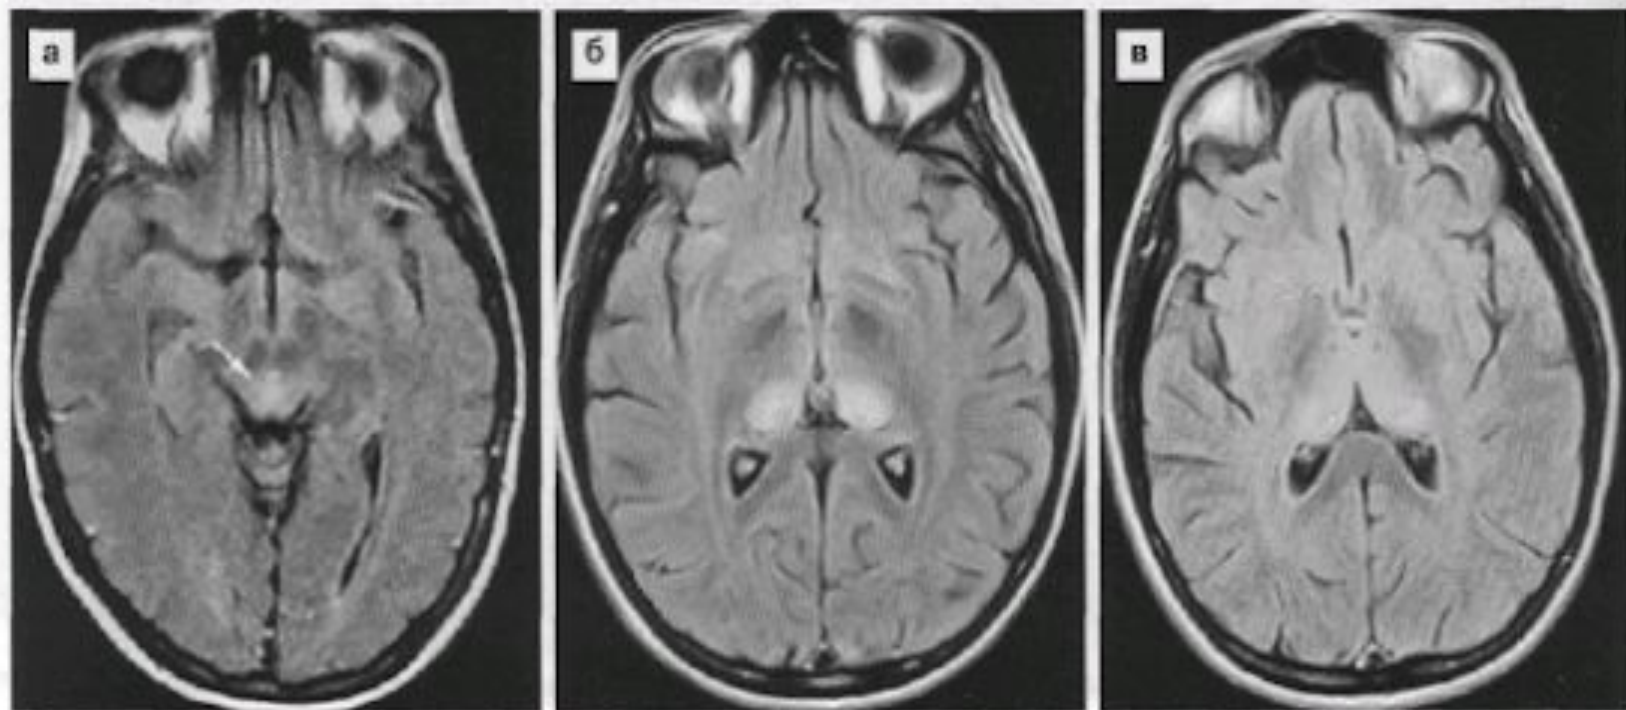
Болезнь Крейтцфельда-Якоба. Аксиальные МРТ в режиме FLAIR выявляют симметричное повышение сигнала от околowodопроводного серого вещества (а, указано стрелкой), дорсомедиальных ядер таламуса (б), медиальных частей таламуса, головок хвостатых ядер и скорлупы с двух сторон (в) — симптом «хоккейной клюшки».
